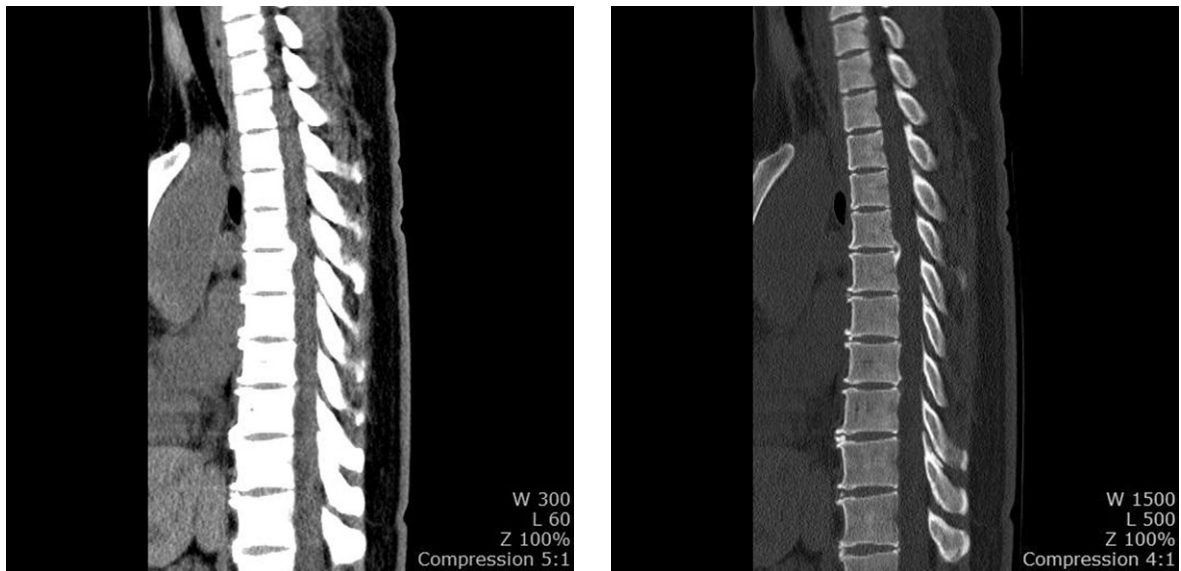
T-spine CT(2014.9.10).
